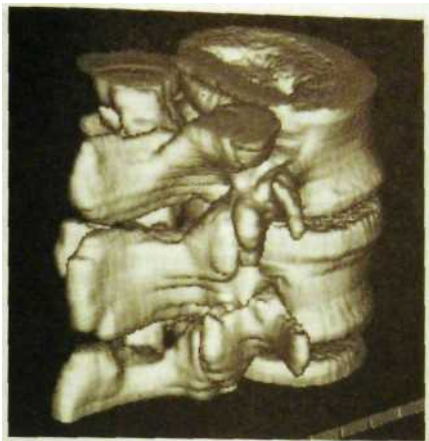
207. Объемная реконструкция поясничных позвонков при компьютерной томографии.
